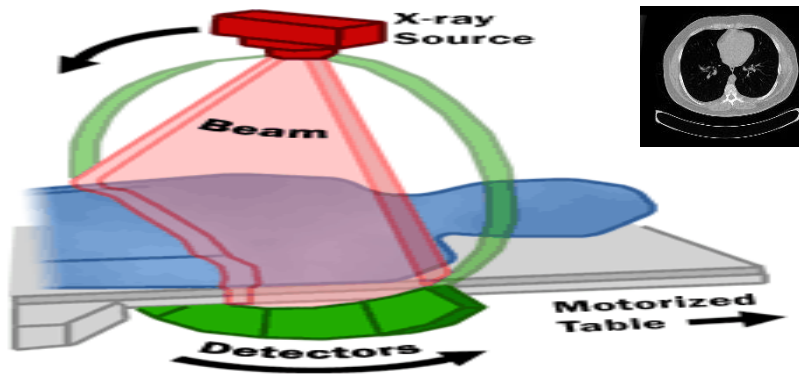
Röntgen/X-ışını [37]
